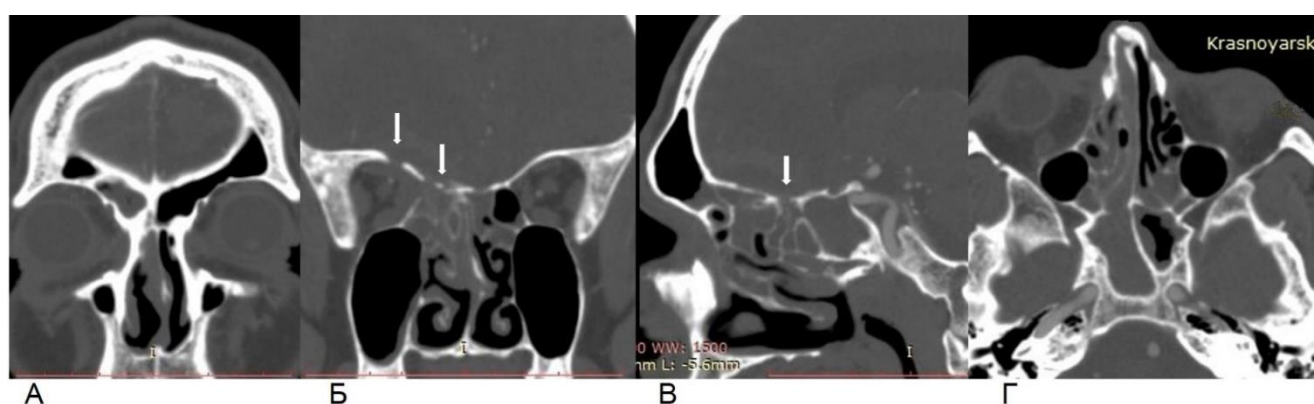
КТ околоносовых пазух пациента П., 25 лет, в коронарной (А, Б), сагиттальной (В) и аксиальной (Г) проекциях. Зоны деструкции крыши решетчатого лабиринта и верхней стенки орбиты указаны стрелками
